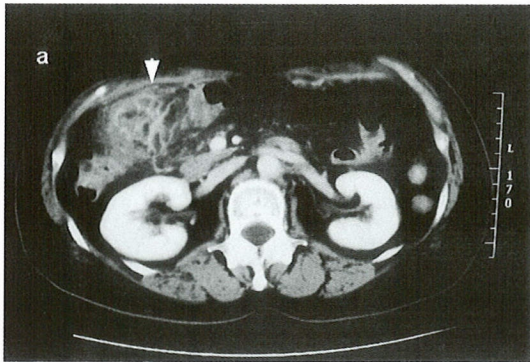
Abdominal CT findings on March 26: The abdominal CT demonstrated the localized thickening of the colonic wall and the increased density in the pericolic fat around the hepatic flexure (arrow head). Multiple air-filled diverticula were shown in the neighborhood.
